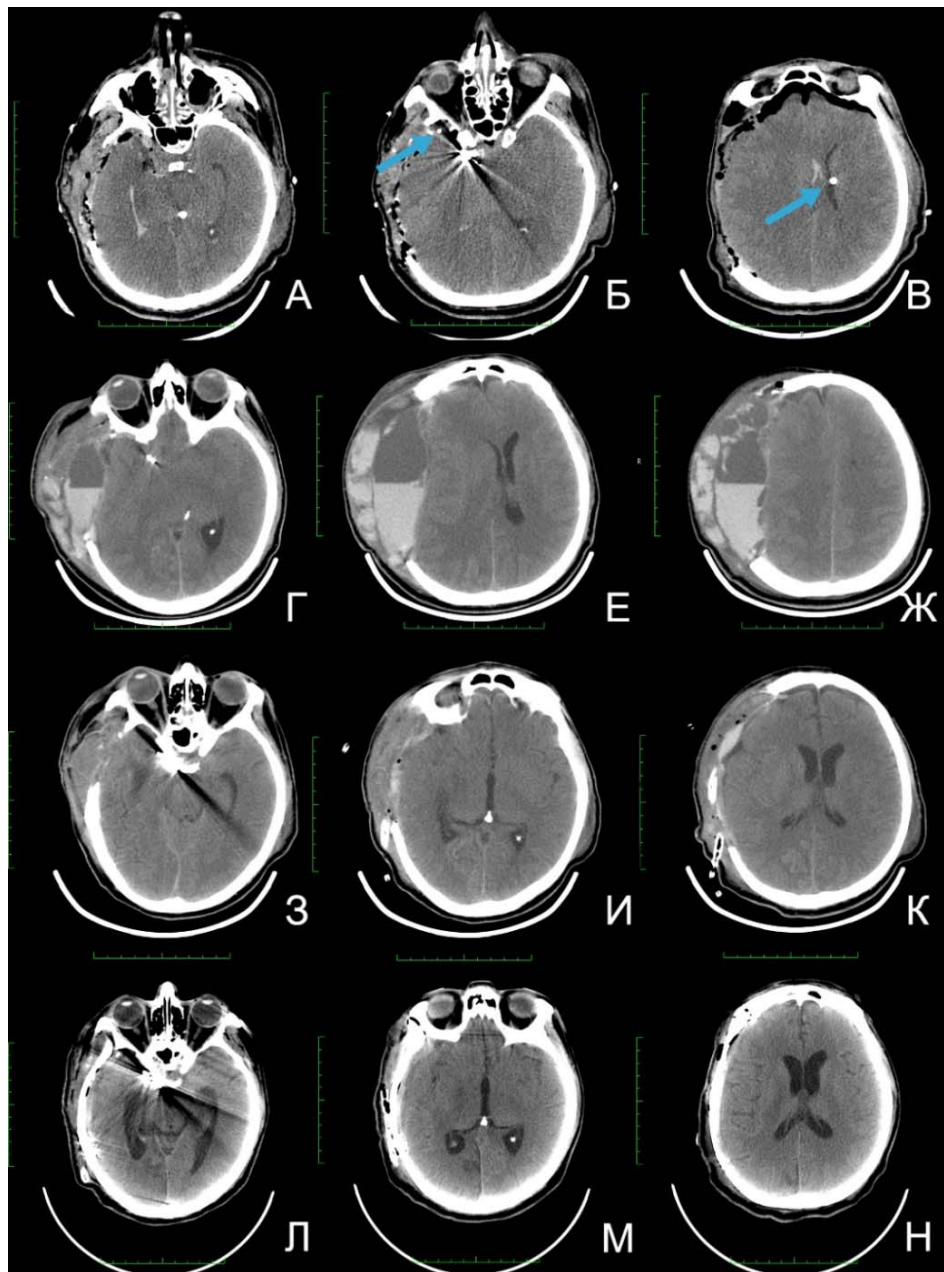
А—В: результаты КТ-исследования, выполненные сразу после транспортировки в ОРИТ. Отмечаются признаки выраженного отека головного мозга, послеоперационные изменения. Стрелкой на изображении Б отмечен фрагмент цистернального дренажа, который был установлен в области правой хиазмальной цистерны. На изображении В стрелкой обозначен фрагмент НВД, установленный в левый боковой желудочек; Г—Ж: результаты КТ-исследований пациента К. на 14 послеоперационные сутки после клинического ухудшения на фоне назначения НМГ. Отмечается появление эпидуральной гематомы и гематомы мягких тканей в области оперативного вмешательства; З—К: результаты КТ-исследования, выполненного на следующие сутки после удаления гематомы. Гематома эффективно удалена, признаков компрессии вещества мозга не отмечается; Л—Н: Результаты КТ-исследования, выполненного пациенту на 68 сутки после клипирования аневризмы: при повторной госпитализации выполнена краниопластика, операцию перенес без осложнений, проведения ВПШ не потребовалось.
